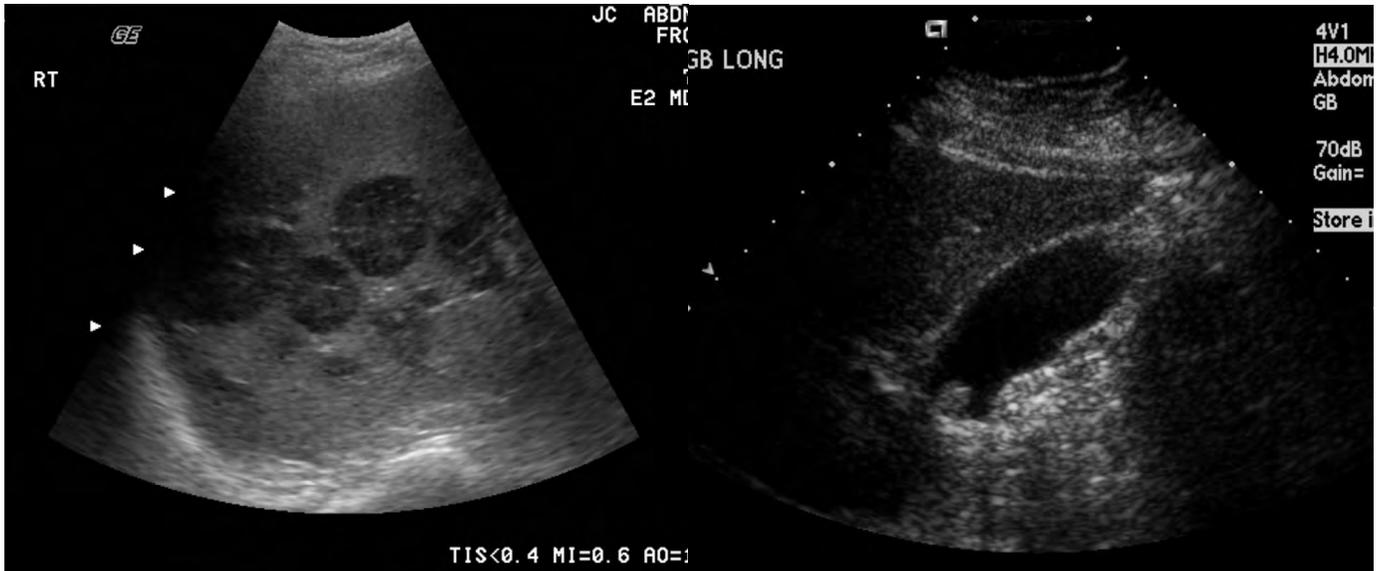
Ultrasonido hepático, se muestran metástasis hepáticas.
